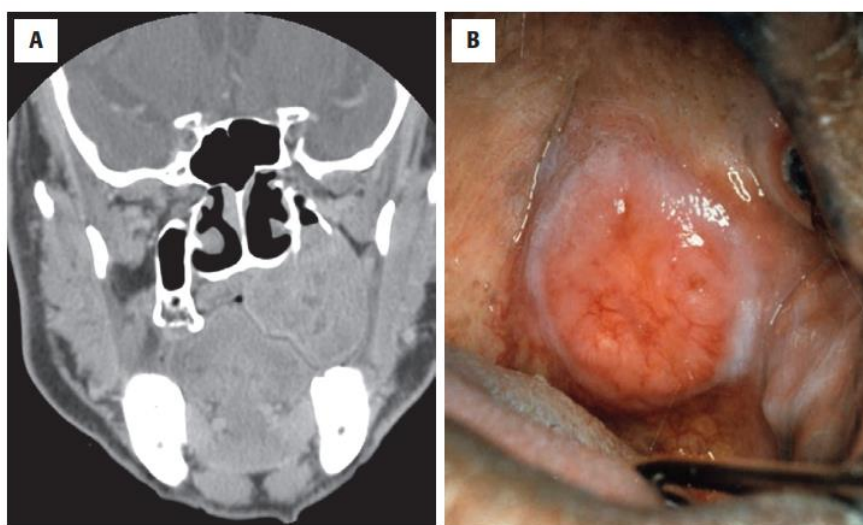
Adenocarcinoma polimorfo. (A) Hay un tumor grande que crece desde el paladar hasta la base de la cavidad nasal, lo que resulta en la destrucción ósea (tomografía computarizada). (B) Una mucosa intacta se superpone a una masa en la unión de los paladares duro y blando. Fíjate en el patrón vascular. No hay ulceración superficial. ²⁴
